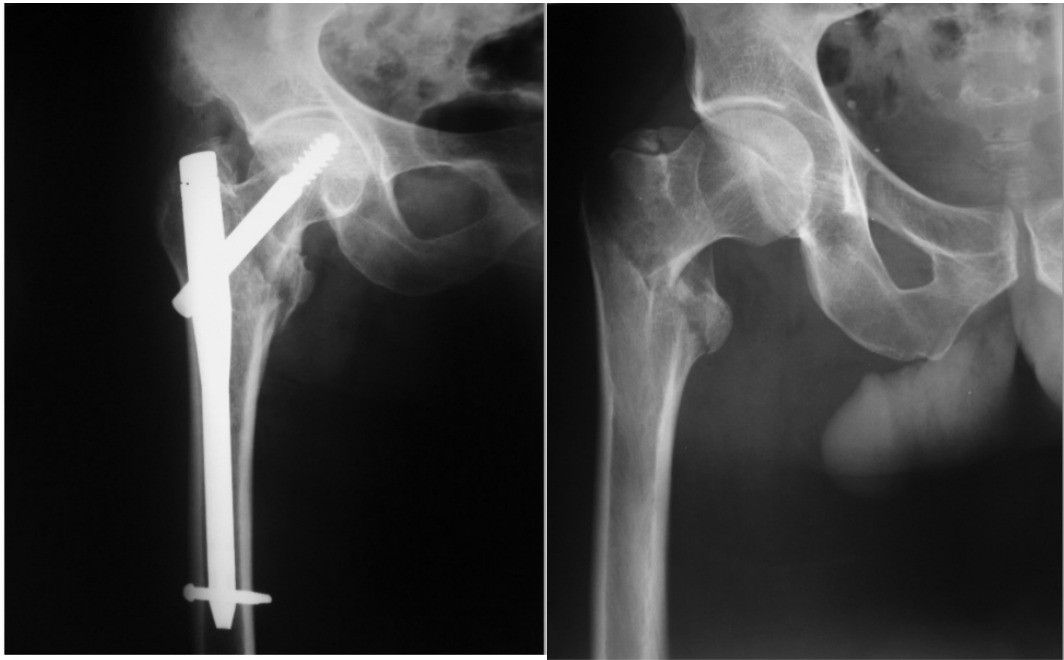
radiographie de face de la hanche, pratiquée à l'admission et à J2 du post opératoire illustrant une fracture pertrochantérienne complexe traitée par un clou gamma trochantéric parfaitement centré avec bon positionnement de la vis céphalique et de la vis de fermeture distale.
